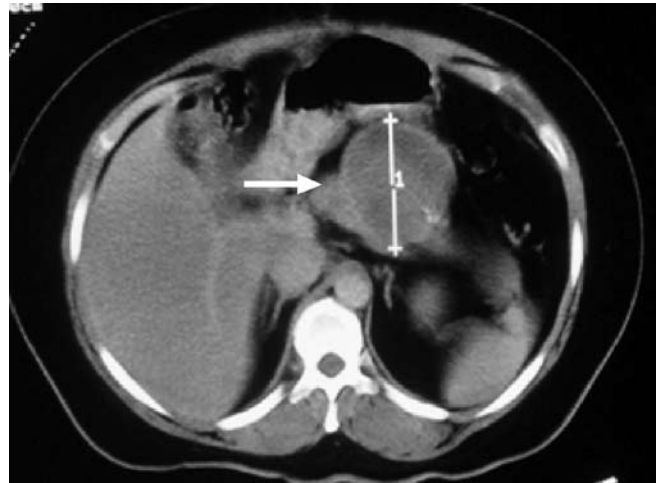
Tomografía con doble contraste (oral e intravenoso) en la cual se observa una lesión en el cuerpo del páncreas.
